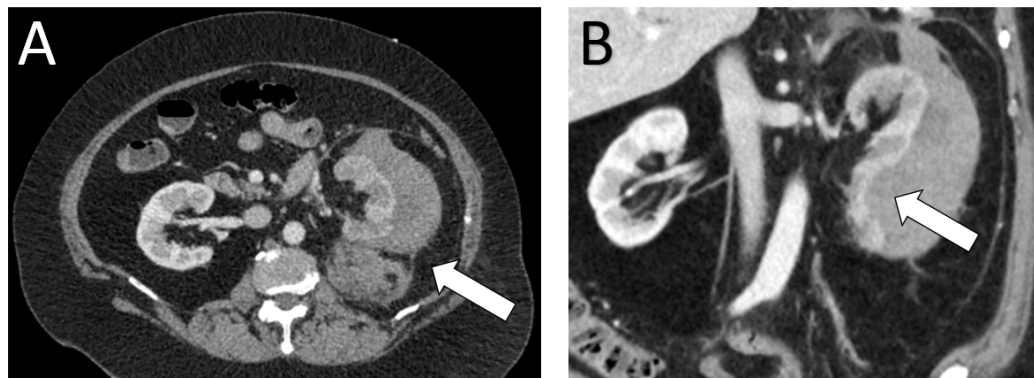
КТ-ознаки субкапсулярної гематоми лівої нирки (феномен Page kidney). А — аксіальний зріз; В — корональна реконструкція. Візуалізується субкапсулярна гематома, що спричиняє компресію та деформацію паренхіми нирки.
